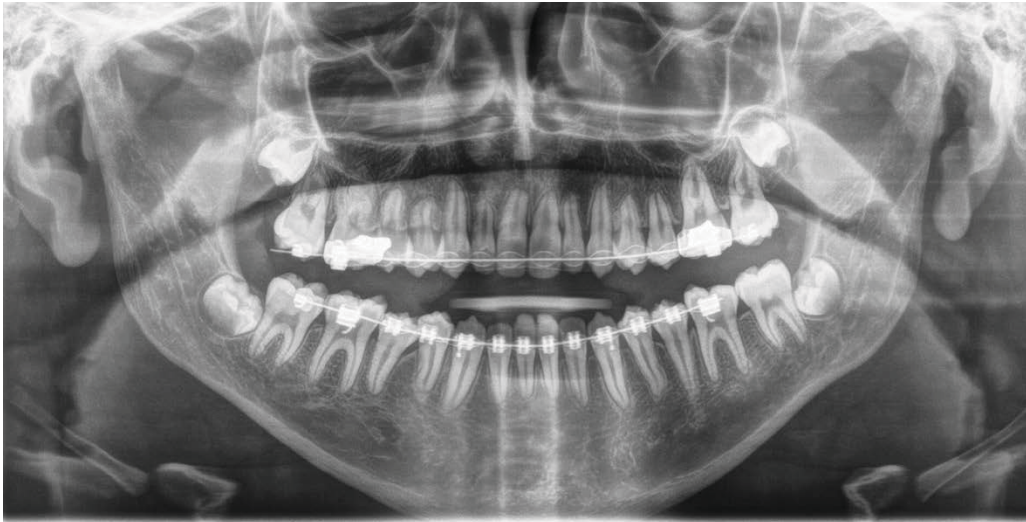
Radiographie panoramique prise chez un patient présentant des résorptions dans les secteurs incisifs et prémolaires (Source : CHRU Nancy)
